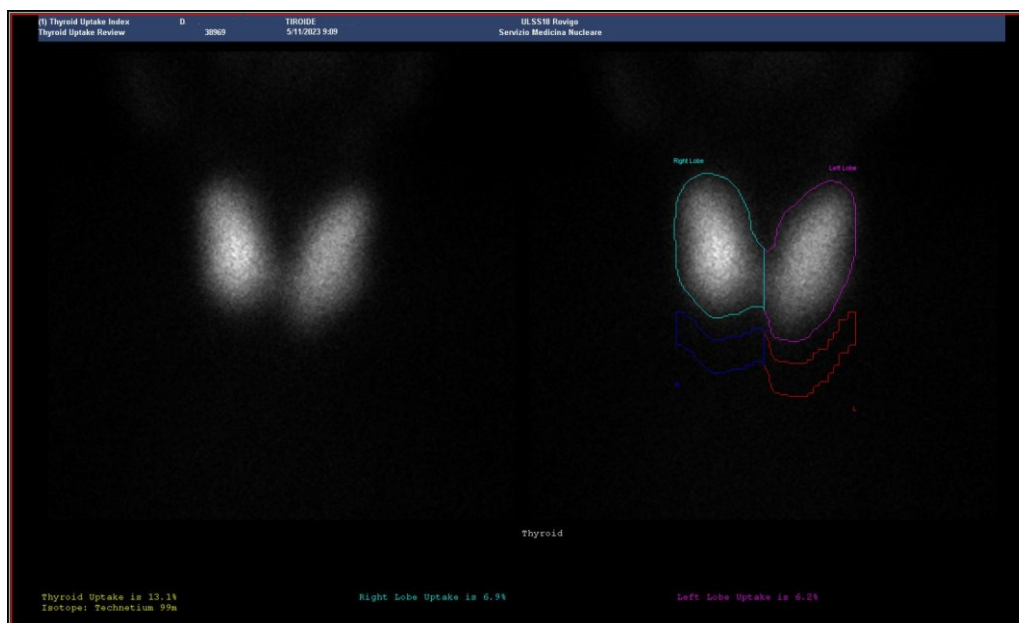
Secondo esempio di quadro scintigrafico tiroideo patologico (gozzo tossico diffuso), con indice di captazione tiroideo totale percentuale pari a 13,5% (non rientrante nel range fisiologico del database di normalità). In questo esempio la captazione da parte della ghiandola tiroidea è talmente elevata che nelle immagini non sono visibili le ghiandole salivari.
